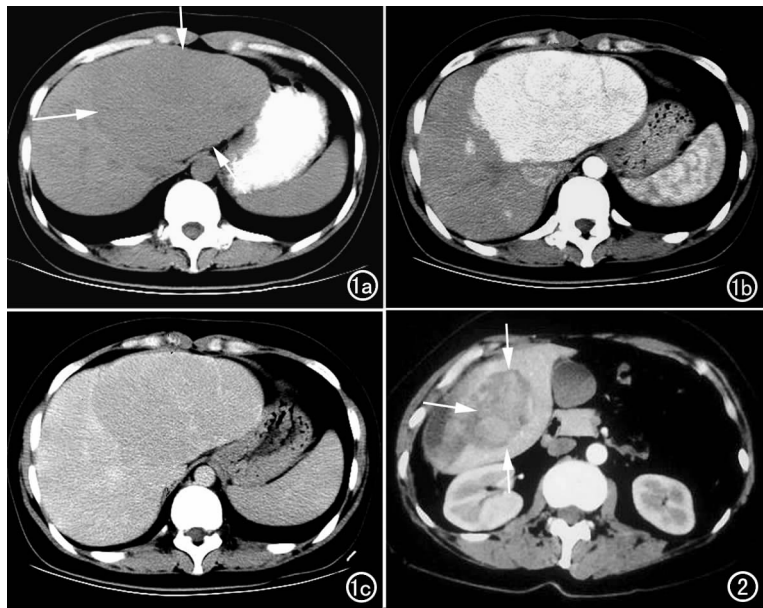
a) CT 平扫示肝左叶外侧段近椭圆形均匀稍低密度病灶, 边缘较清(箭); b) CT 增强动脉期示病灶均匀一致强化; c) 平衡期示病灶均匀一致强化。图 2 CT 增强动脉期示肝右后下叶腺瘤不均匀强化伴瘤出血破入被膜下(箭)。
